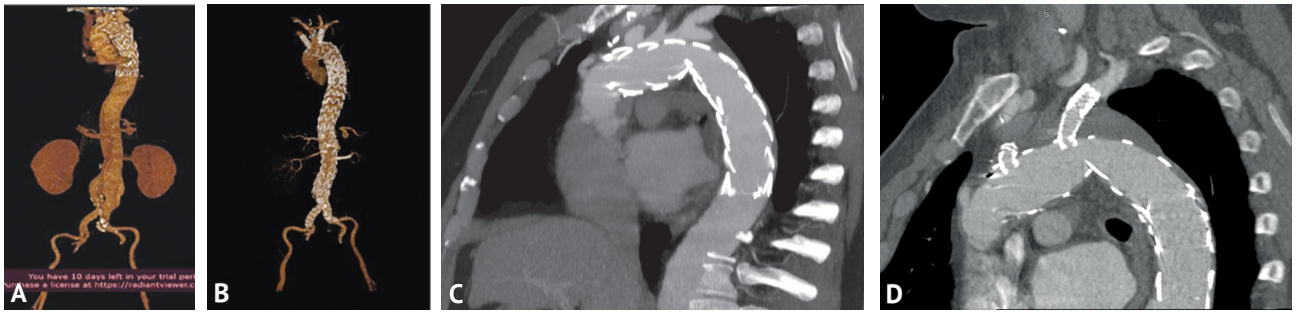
А–В — компьютерная томография-ангиография этапов гибридного эндоваскулярного восстановления аорты. А — гибридное протезирование грудной аорты до диафрагмы; В — тотальное гибридное протезирование аорты. С–D — финальный результат — полный дебранчинг аорты (компьютерная томография-ангиография). Реканализация правой (С) и левой (D) подключичных артерий методом ретроградной фенестрации графта
